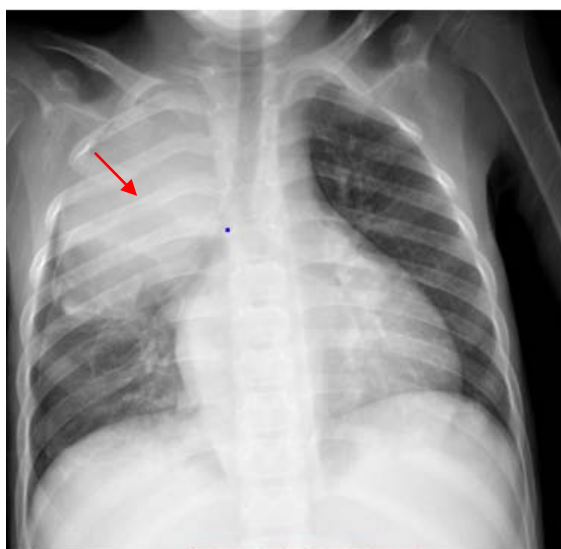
Radiographie thoracique de face : Opacité médiastinale droite dense homogène (flèche rouge) chez un enfant de 5ans → Lymphome de hodgkin.
